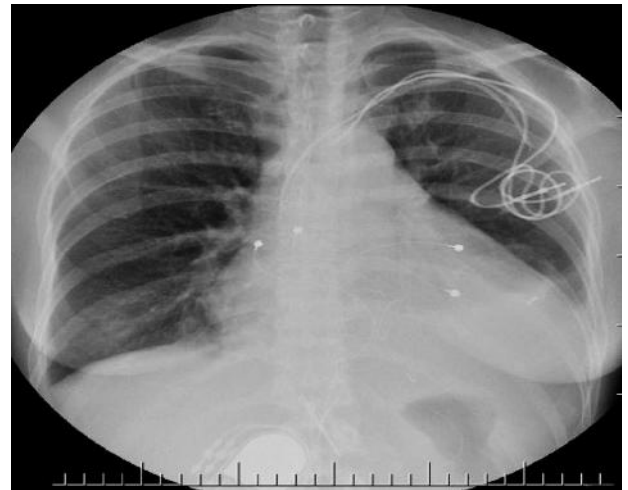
Обзорная рентгенограмма органов грудной клетки пациентки после протезирования трикуспидального клапана
